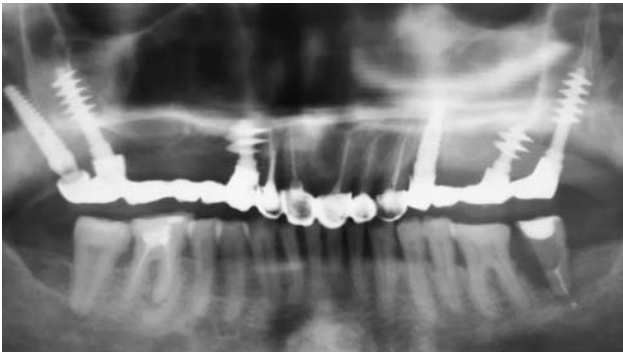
Контрольна ортопантомограма хворої Ч. Приклад поєднання в роботі традиційних гвинтових і лопатоподібних імплантів.
